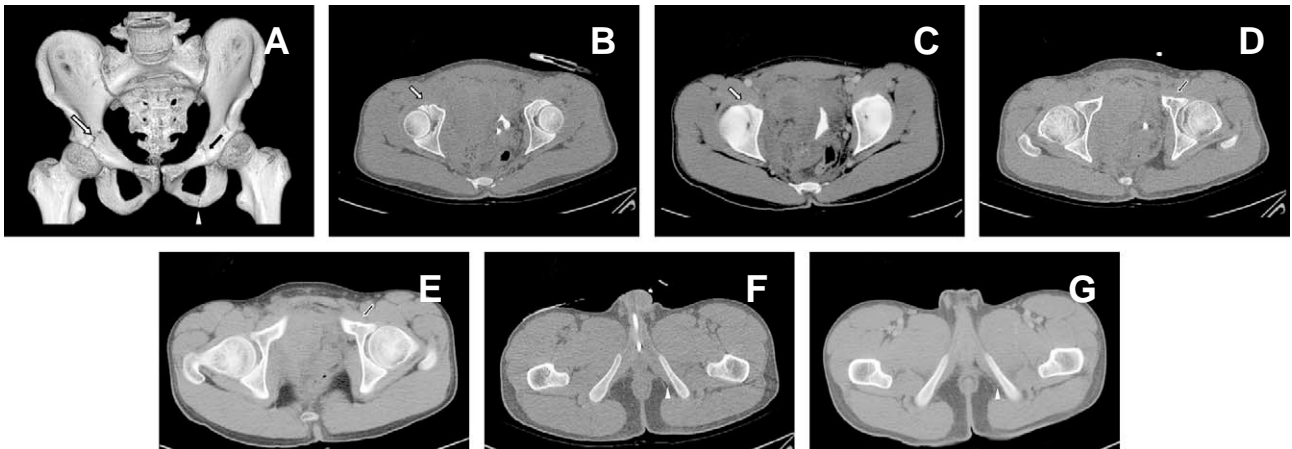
(A) 20-years-old man injured by motor vehicle accident. 3D reconstruction image of pelvic CT shows right acetabular roof fracture (white arrow), left superior pubic ramus fracture (black arrow) and left inferior pubic ramus fracture (arrowhead). Axial images of pelvic CT and abdomen CT in same patient with figure 1a. Axial image of pelvic CT (B) and abdomen CT (C) showing right acetabular roof fracture. Axial images of pelvic CT and abdomen CT in same patient with figure 1a. Axial image of pelvic CT (D) and abdomen CT (E) showing left superior pubic ramus fracture. Axial images of pelvic CT and abdomen CT in same patient with figure 1a. Axial image of pelvic CT (F) and abdomen CT (G) showing left inferior pubic ramus fracture.
